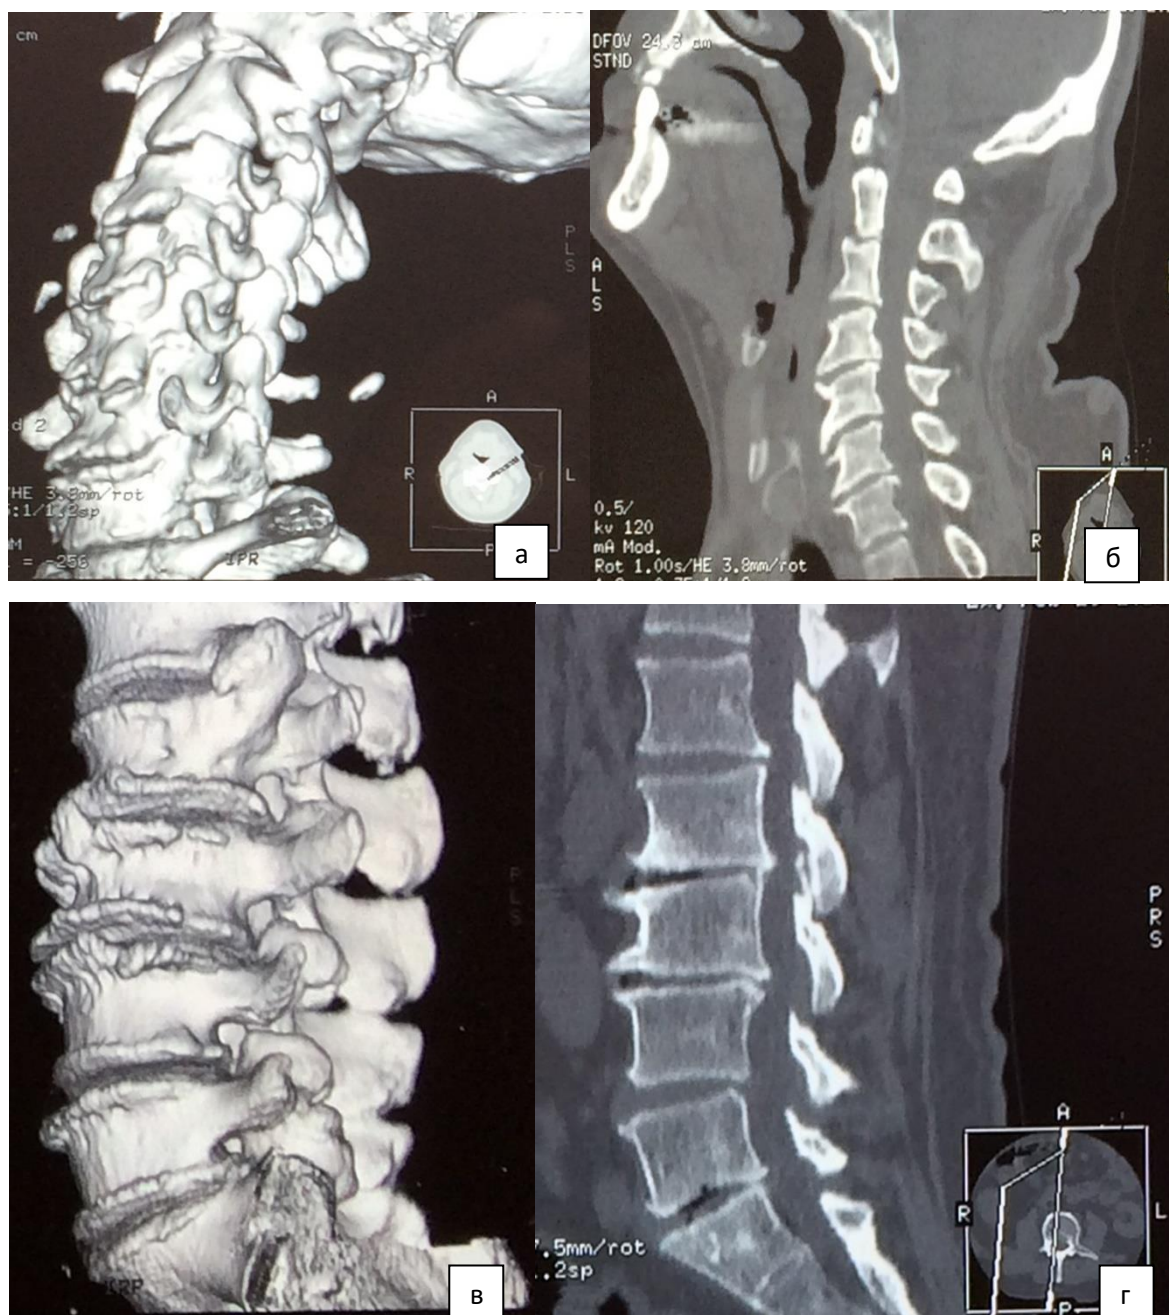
Клинический пример пациента Г., 56 лет: а — 3D-реконструкция шейного отдела позвоночника, визуализируются компенсаторные спондилезные изменения; б — сагиттальная МСКТ-грамма шейного отдела позвоночника, определяется протяженный стеноз позвоночного канала С_{III}-С_{VII}; в — 3D-реконструкция поясничного отдела позвоночника, визуализируются компенсаторные спондилезные изменения; г — сагиттальная МСКТ-грамма поясничного отдела позвоночника, определяется протяженный стеноз позвоночного канала L_I-L_{IV}
